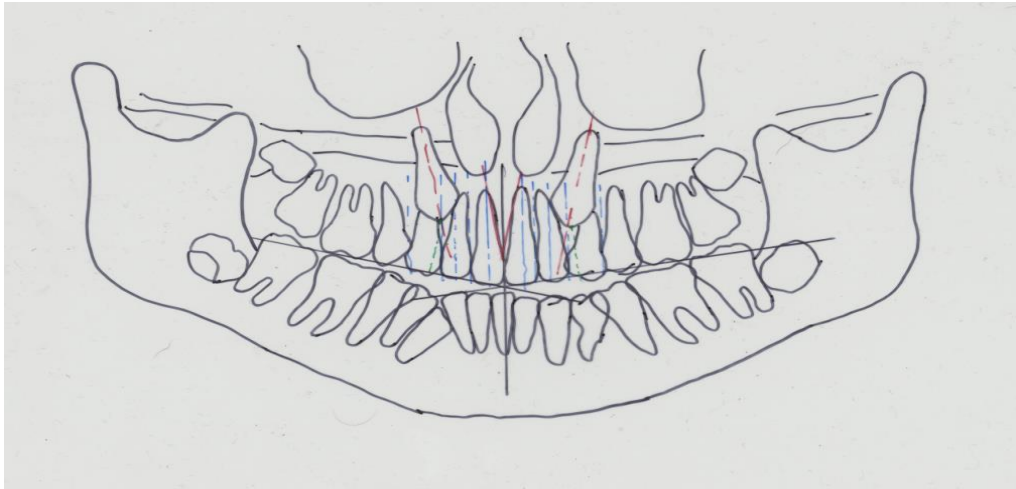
Trazado realizado sobre la ortopantomografía de la Fig.7
